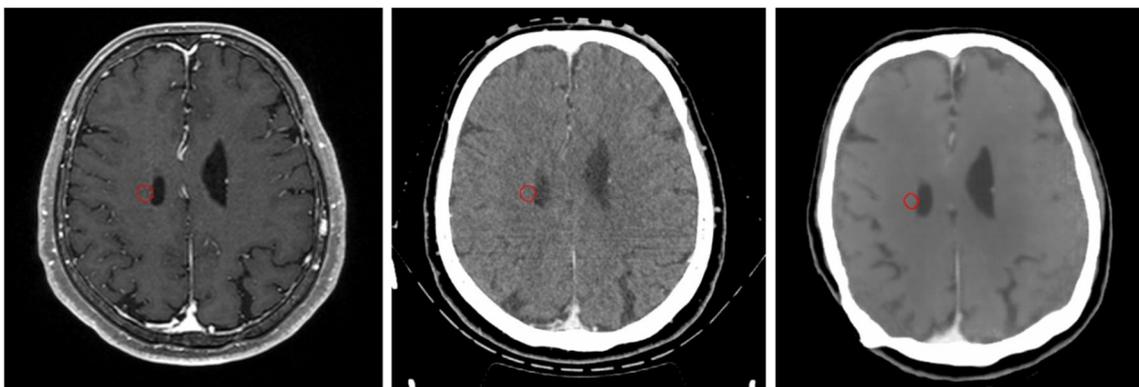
MRI画像(左)、CT画像(中央)、人工知能によってMRIから生成したCT画像(右)
